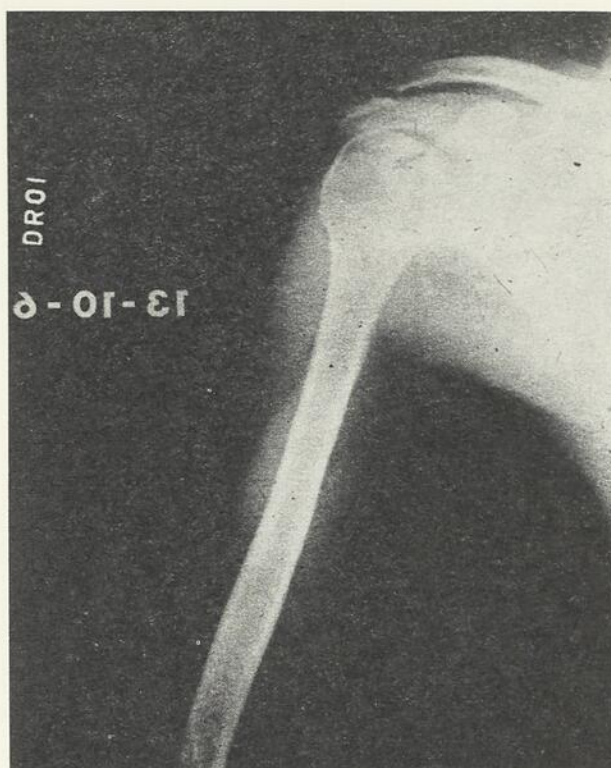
Radiographie de l'épaule droite, le 13 octobre 1966.
